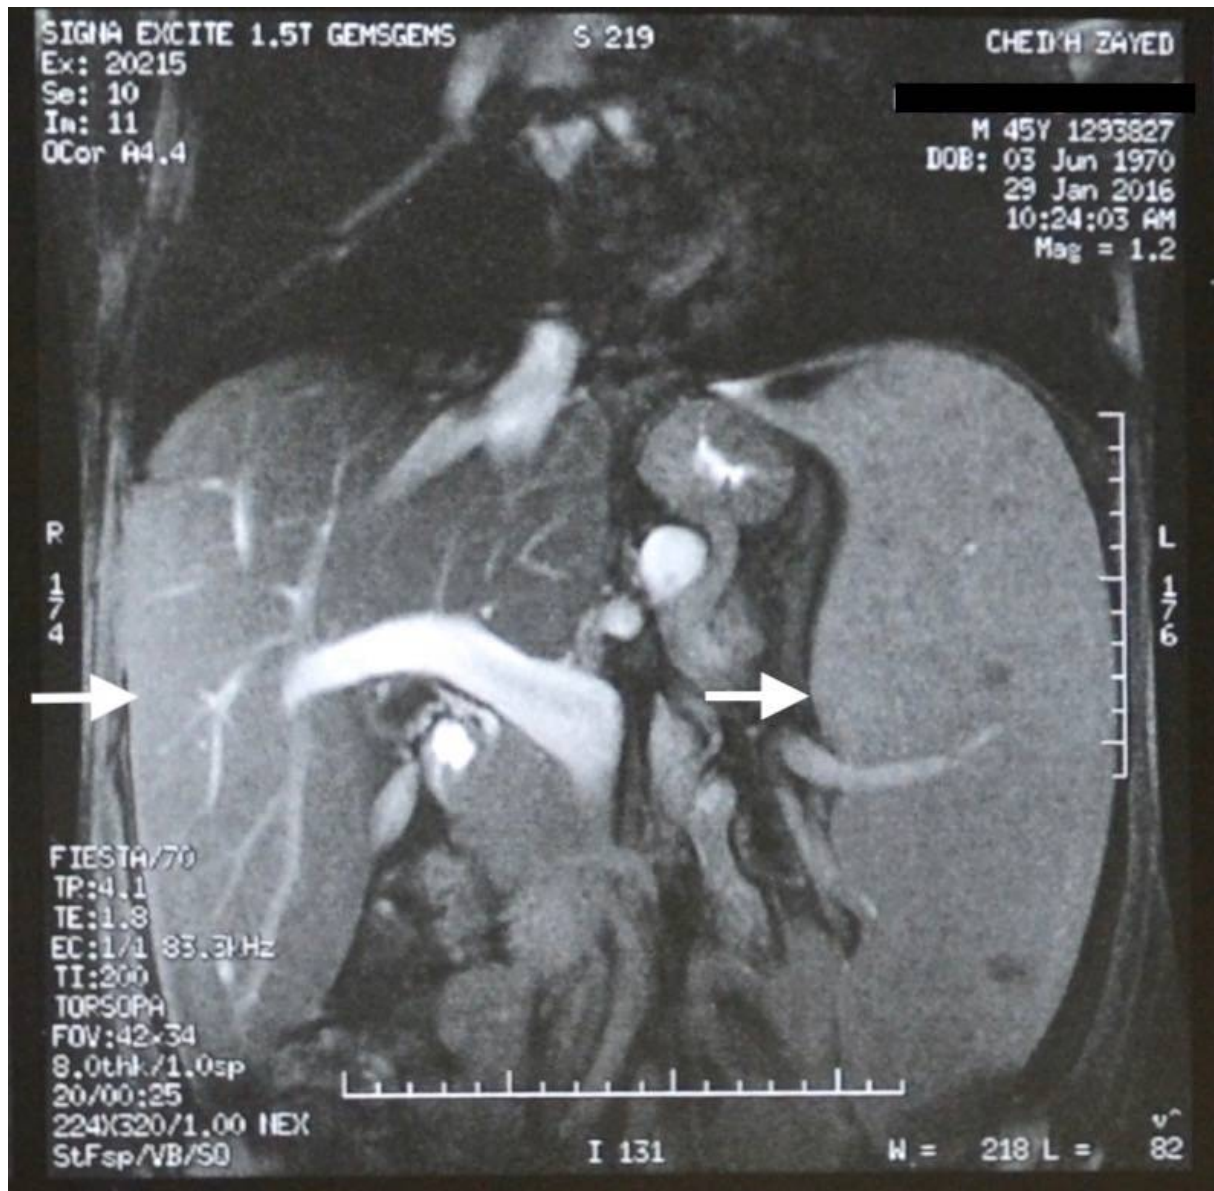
IRM abdominale en coupe coronale objectivant une hépatomégalie sans anomalie de signal et une splénomégalie estimée à 18 cm avec des nodules en hypo signal T1 et T2.
